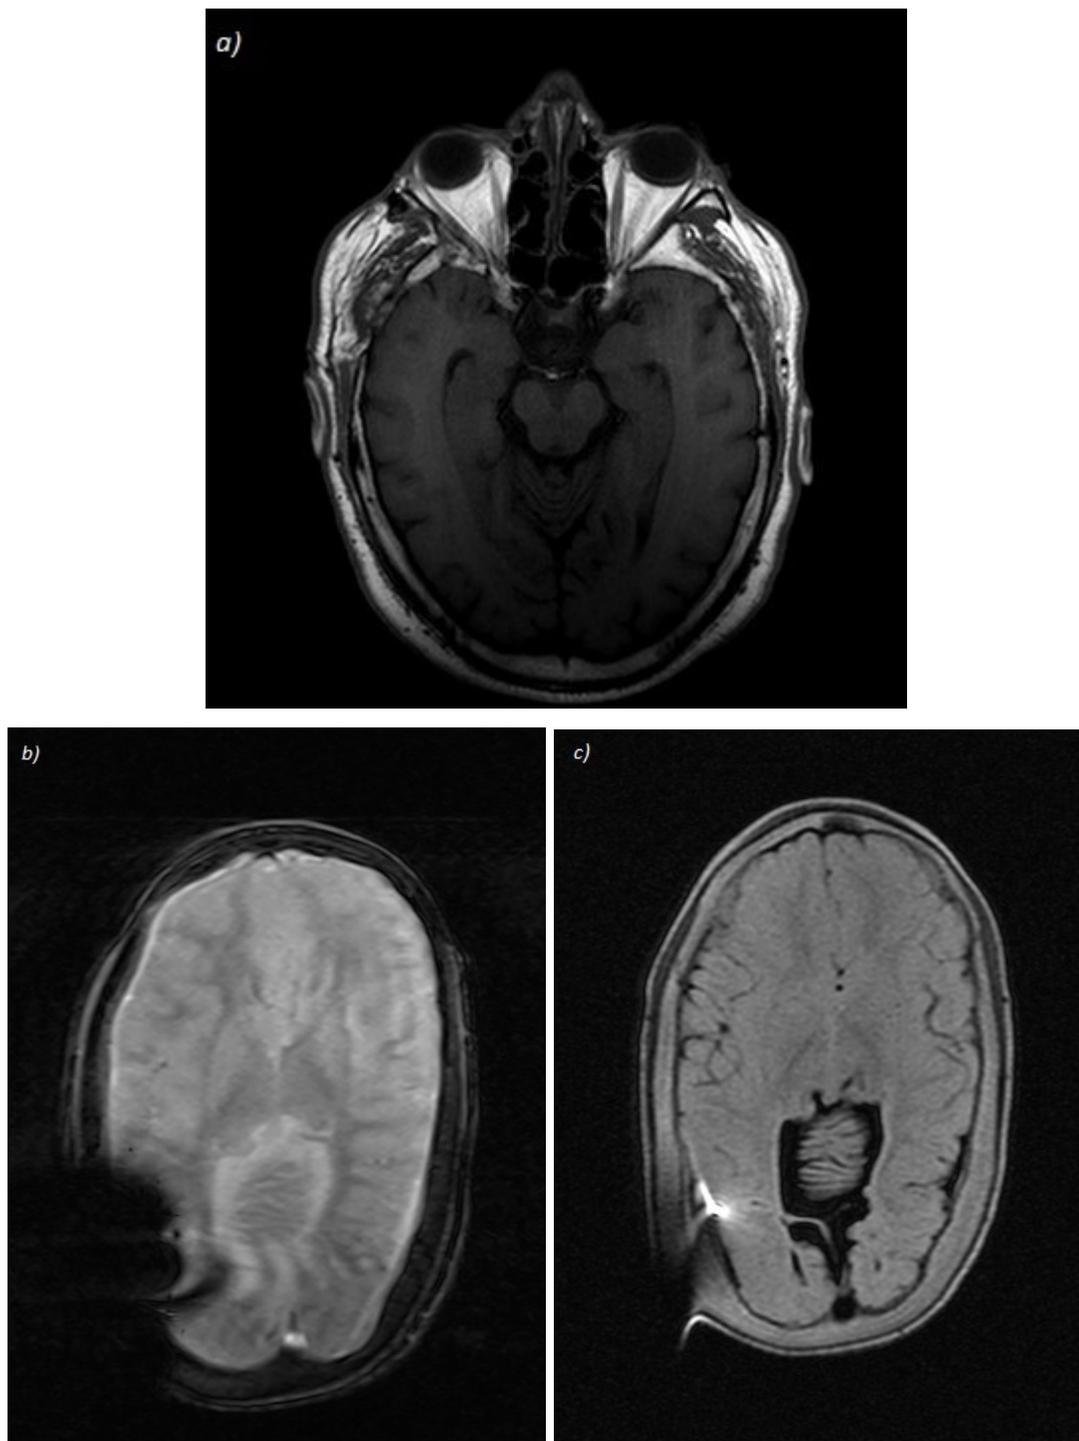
Immagini RM in pazienti portatori di DVE; a) Assiale SE T1w b) GRE (o FFE) assiale c) assiale FLAIR
